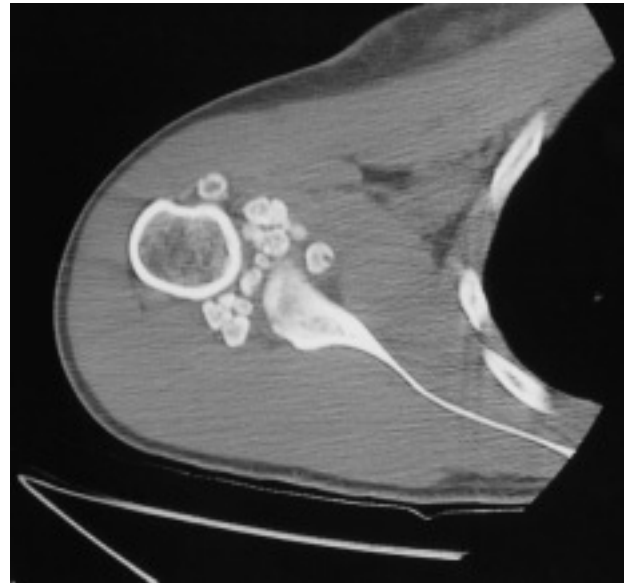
La tomografía axial computarizada constató múltiples nódulos osteocartilaginosos, que distendían los recesos inferior y superior.
